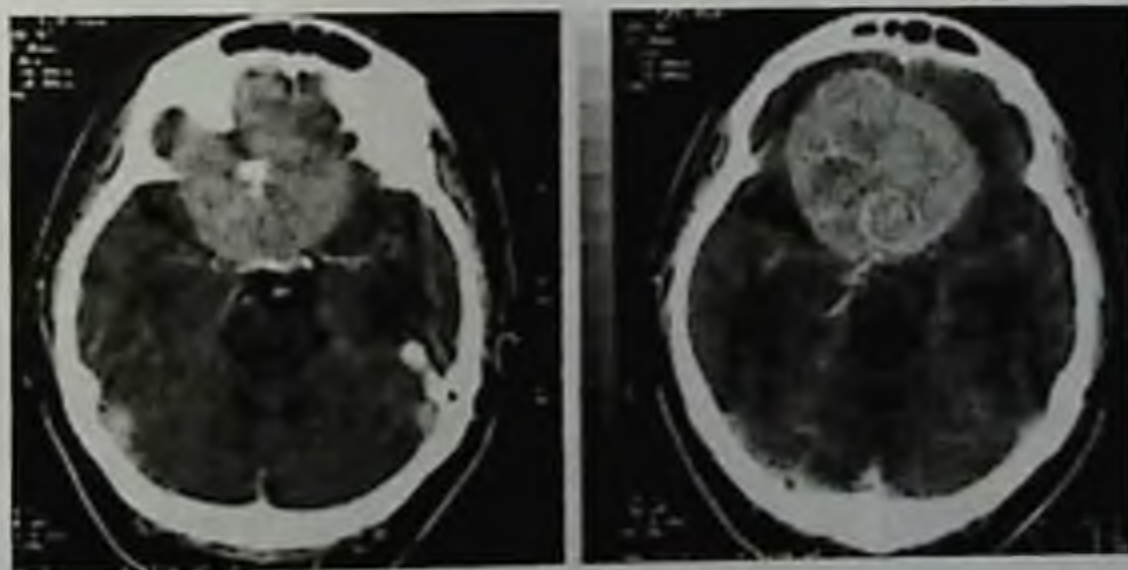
Менингиома передней и средней черепных ямок. Компьютерная томограмма с контрастным усилением; опухоль выглядит как зона гомогенно повышенной плотности, широко прилежащая к твердой мозговой оболочке основания черепа
